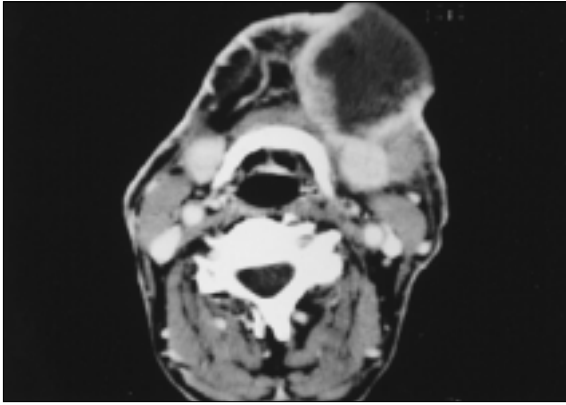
1998년 8월에 촬영한 CT 소견으로 좌측 악하부에 암종이 전이되어 있는 것을 관찰할 수 있다.
